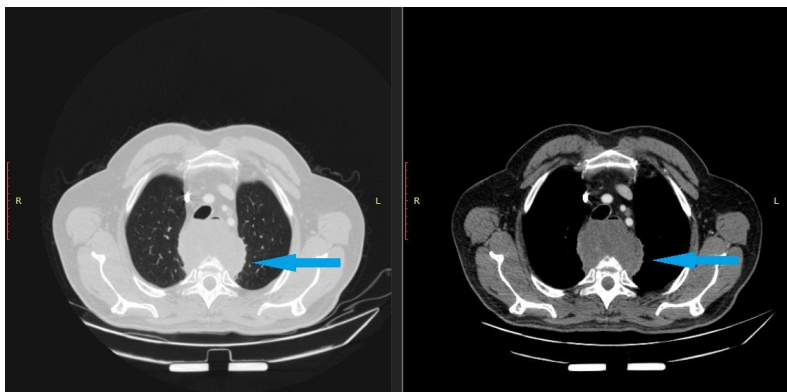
МСКТ до операції
